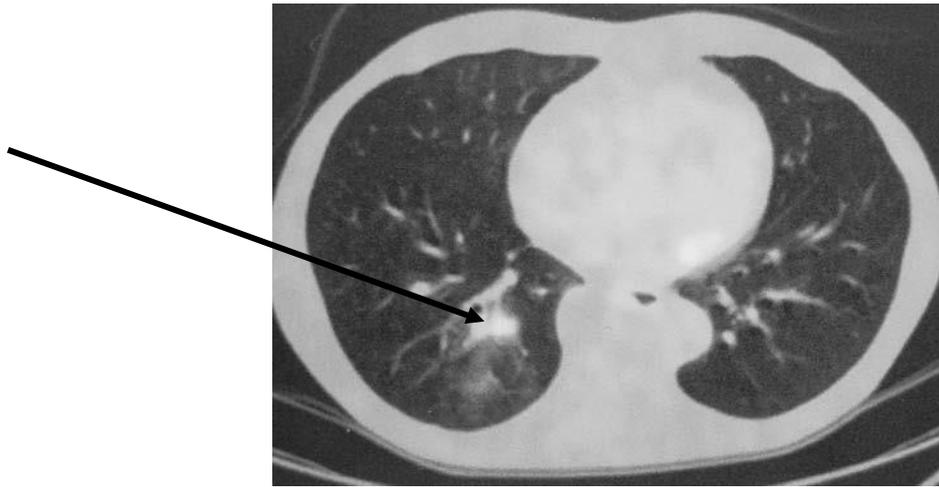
tomographie par émission de positons (TEP)-scan, coupe axiale au niveau thoracique, chez une patiente traitée d'un cancer du plancher buccal 2 ans auparavant : mise en évidence d'un foyer hyper fixant thoracique droit suspect de localisation secondaire[10].
